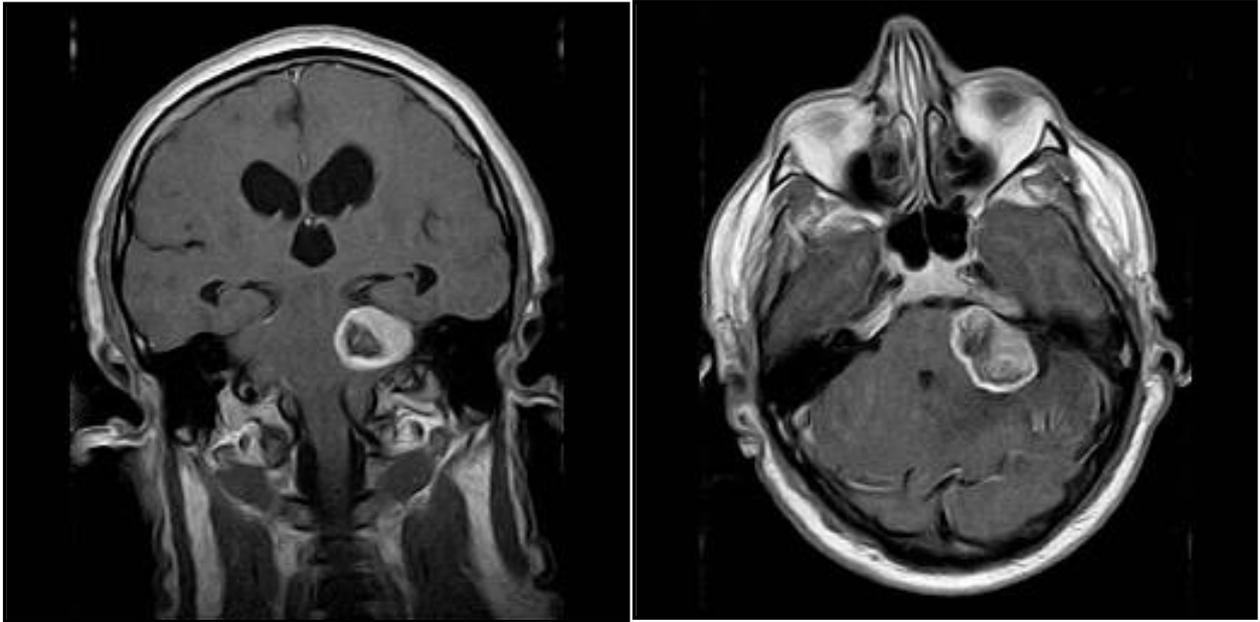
Corte coronal (izda) y axial (dcha.) de RM que muestra Schwannoma del VIII par craneal en ángulo pontocerebeloso izquierdo con componente quístico en su interior.
